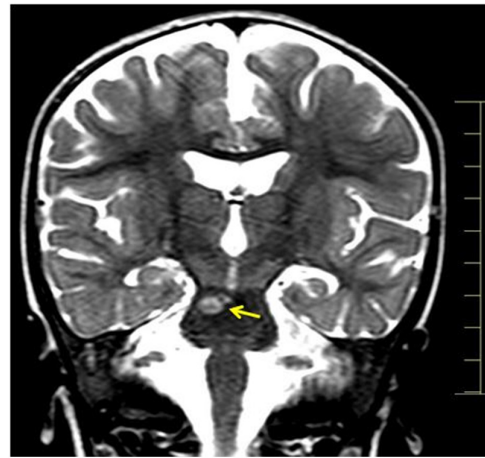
Coronal T2/TSE-Weighted MRI of the brain showing acute ischemic stroke on the right side of the pons (Arrow)
